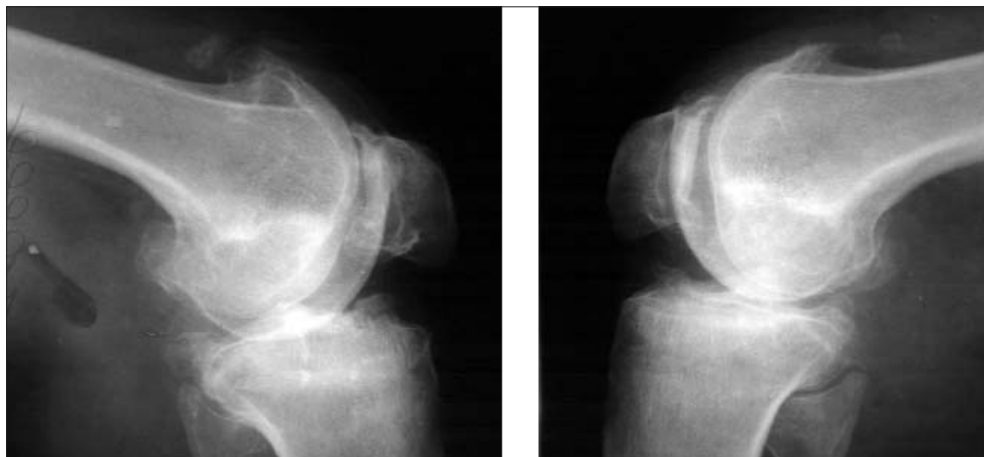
Рентгенограммы коленных суставов. ОА, стадия 4. Множественные крупные остеофиты на краях суставных поверхностей бедренных, большеберцовых костей и задних углов надколенников. Кальцификаты в мягких тканях справа
